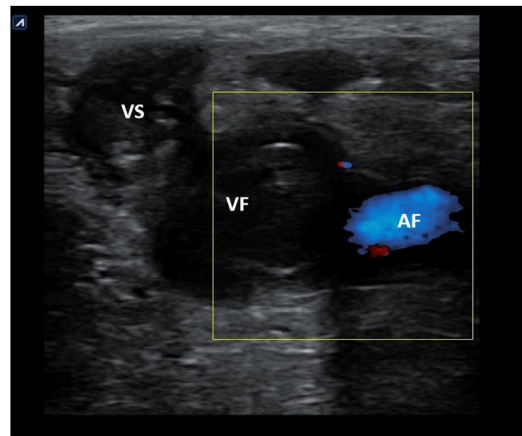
Imagen de ecografía doppler color de la vena femoral izquierda donde se observa contenido ecogénico en el interior de la misma y de la safena interna en un caso de trombosis venosa profunda proximal. AF: arteria femoral; VF: vena femoral; VS: vena safena.
